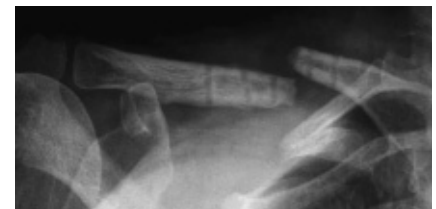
Die a.-p. Röntgenaufnahme der Klavikula einen Tag nach der Metallentfernung zeigt eine Refraktur nach normaler Beanspruchung des Armes.
